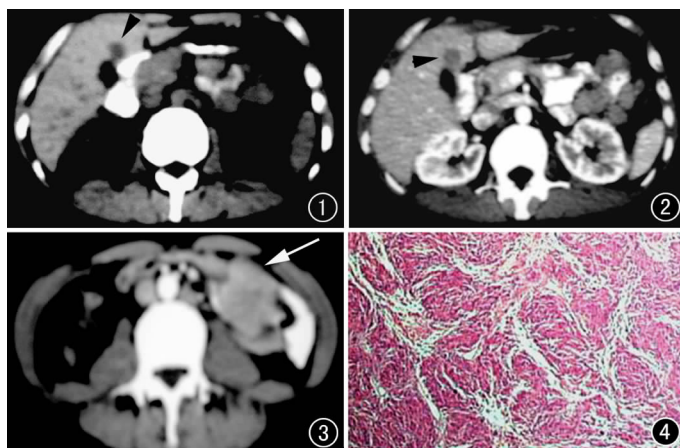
CT 示平扫肝左内叶内侧段见一 1.5 cm 大小低密度结节影(箭头)。图 2 CT 示增强肝左叶病变轻度强化, 仍呈相对低密度结节影(箭头)。图 3 左下腹腔内见 5.0 cm×4.5 cm 大小肿块影(箭), 邻近肠道受推压。图 4 镜下见多个上皮样细胞肉芽肿结节, 结节中心无干酪样坏死(HE×100)。
